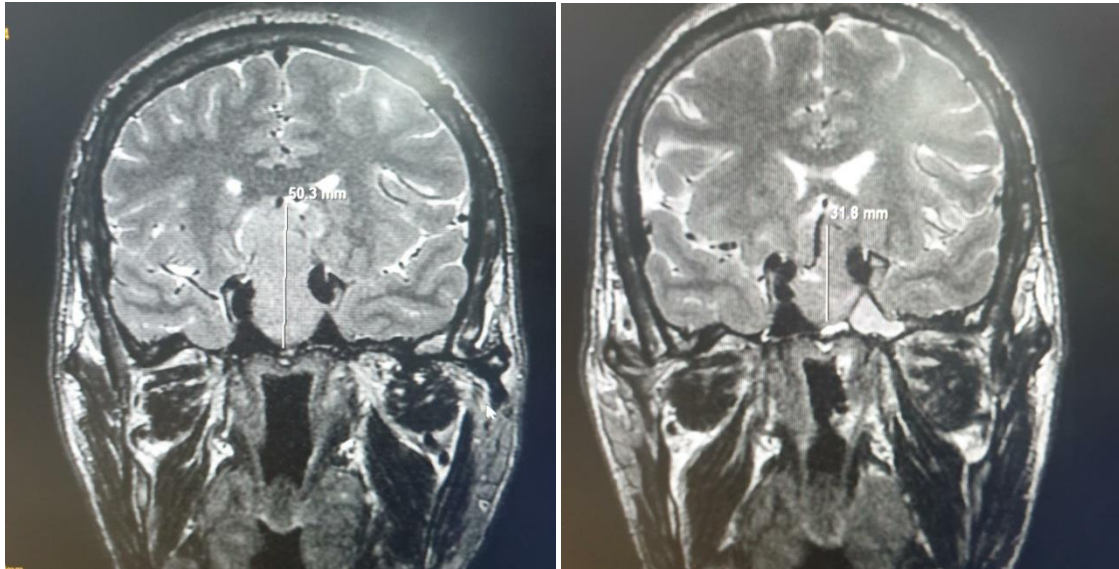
IRM en coupes coronales montrant une régression de la taille de l'adénome hypophysaire après un traitement par les analogues de somatostatine chez une patiente.
